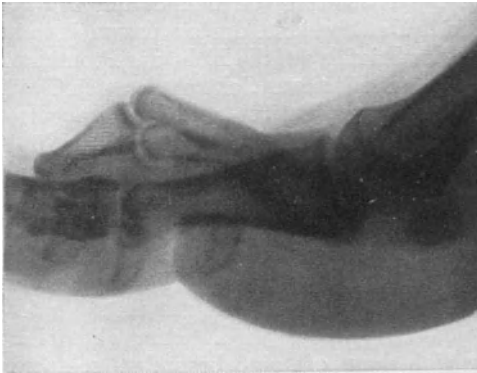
Seitliches Röntgenbild einer leichten Hammerzehe. Über der Prominenz des peripheren Gelenkendes des Grundglieds entwickelten sich die Druckerscheinungen. (Eigene Beobachtung.)
